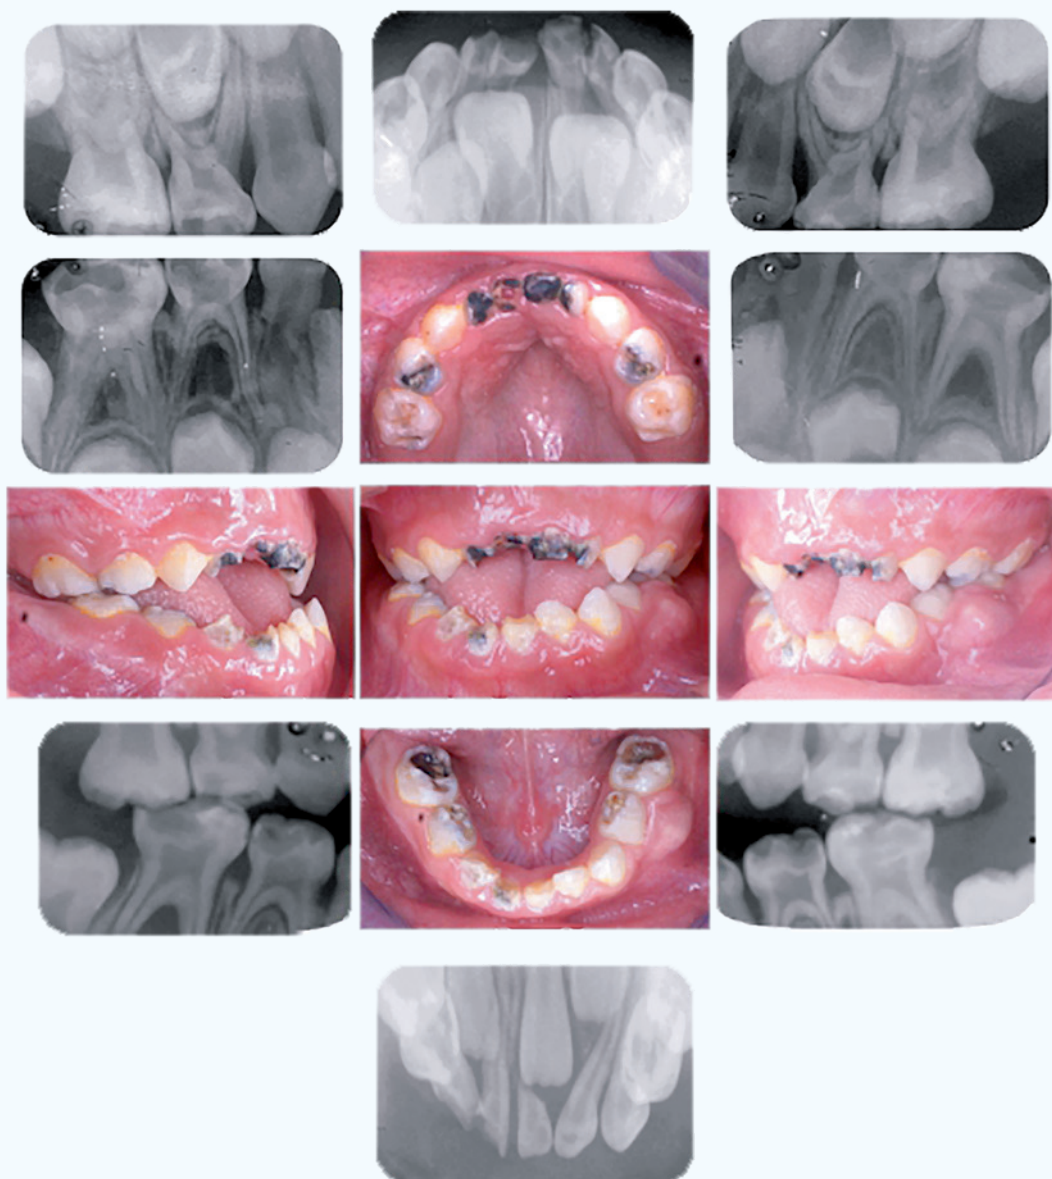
Fotografías intraorales y radiografías periapicales iniciales.
